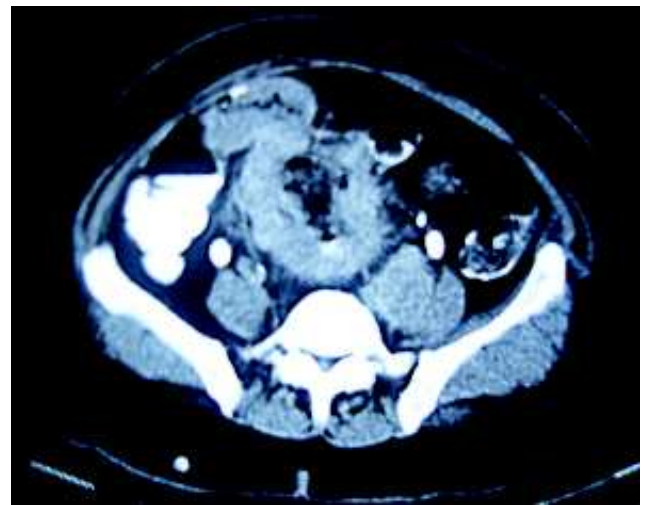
TC de abdome com espessamento do sigmóide.
